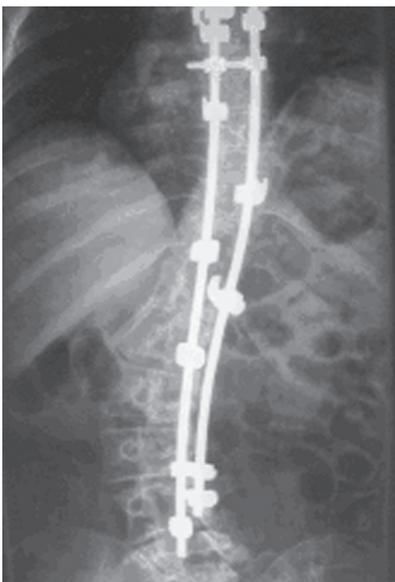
Рентгенограммы пациентки П., 22 л., после одномоментной коррекции и фиксации деформации многоопорной системой
